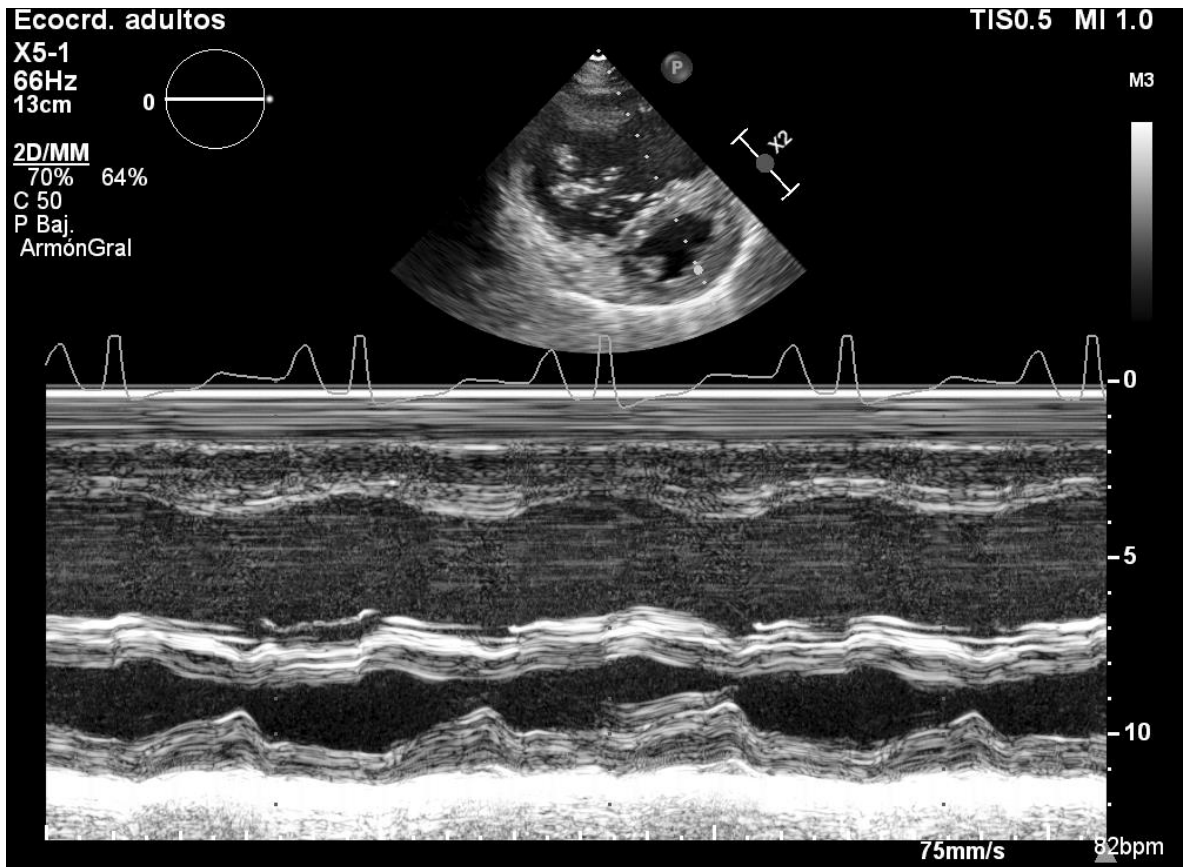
Eje corto paraesternal a nivel de músculos papilares que muestra la relación VD/MI a nivel telesistólico. Imagen obtenida del departamento de Ecocardiografía del Instituto Nacional de Cardiología Ignacio Chávez.
